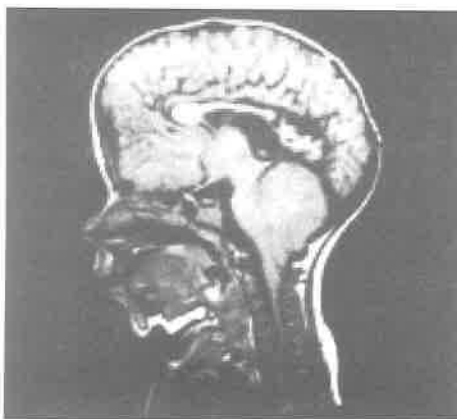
RM de paciente com Chiari tipo II, evidenciando alterações típicas como: alargamento do forame magno com herniação do vermis cerebelar, bulbo e quarto ventrículo na porção superior do canal medular, baixa implantação da foice e da tórula, quarto ventrículo alongado perdendo sua configuração normal, tecido cerebelar provocando uma endentação no bulbo, placa tectal do mesencéfalo em forma de bico, aderência intertalâmica grande. Também pode ser vista uma disgenesia do esplênio do corpo caloso.
